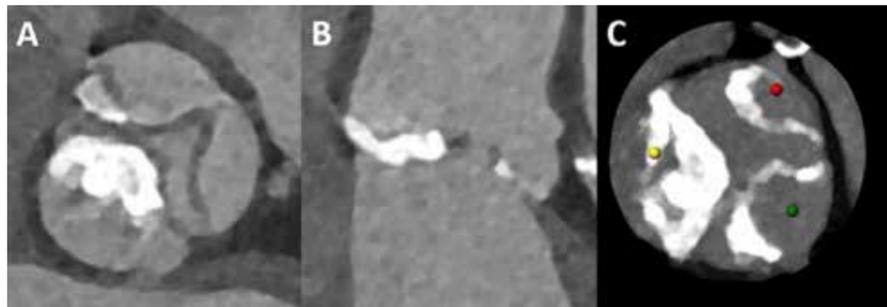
Darstellung der Aortenklappe in der Computertomographie
